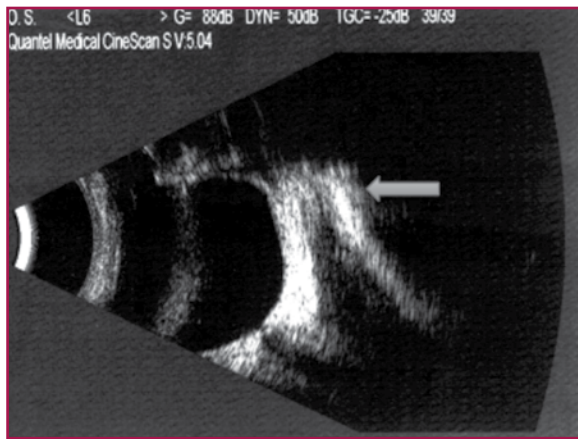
Ultrasonido orbitario
